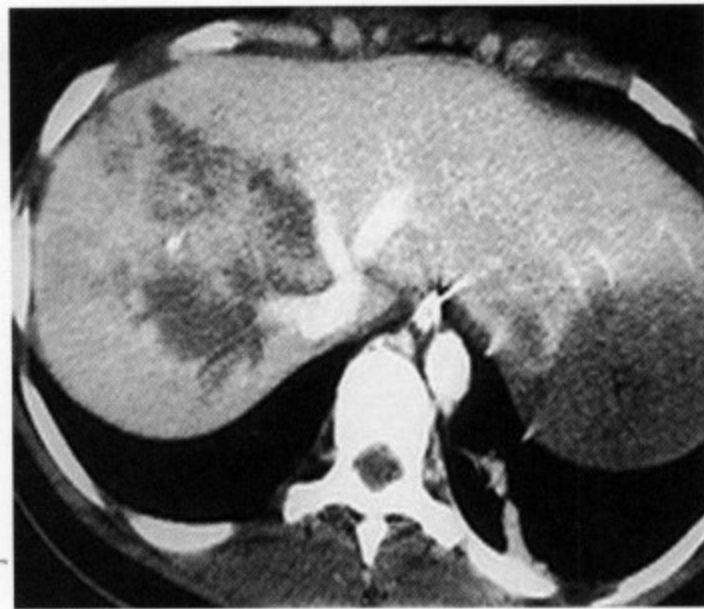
肝静脉损伤：增强 CT 示肝挫裂伤累及肝右静脉和肝中静脉
